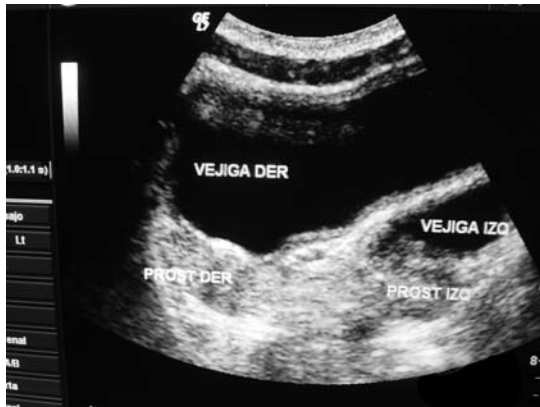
Ultrasonido vesicoprostático se observan las 2 vejigas y las 2 próstatas, con un tabique que separa ambas vejigas.
